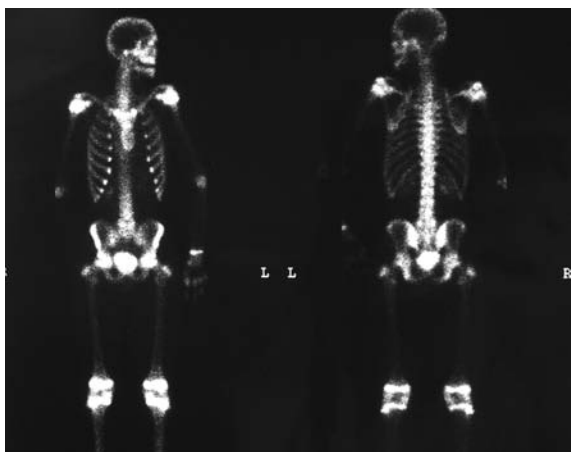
Esame scintigrafico: esame eseguito con tecnica trifasica mirata (rachide lombare), associata a successiva acquisizione W.B. Non significative alterazioni della vascolarizzazione del corpo di L5; in tale area, non si evidenziano anomalie della distribuzione tardiva del radiofarmaco da attribuire a rimaneggiamento osteoblastico in atto. Normale la distribuzione del tracciante negli altri segmenti scheletrici.
